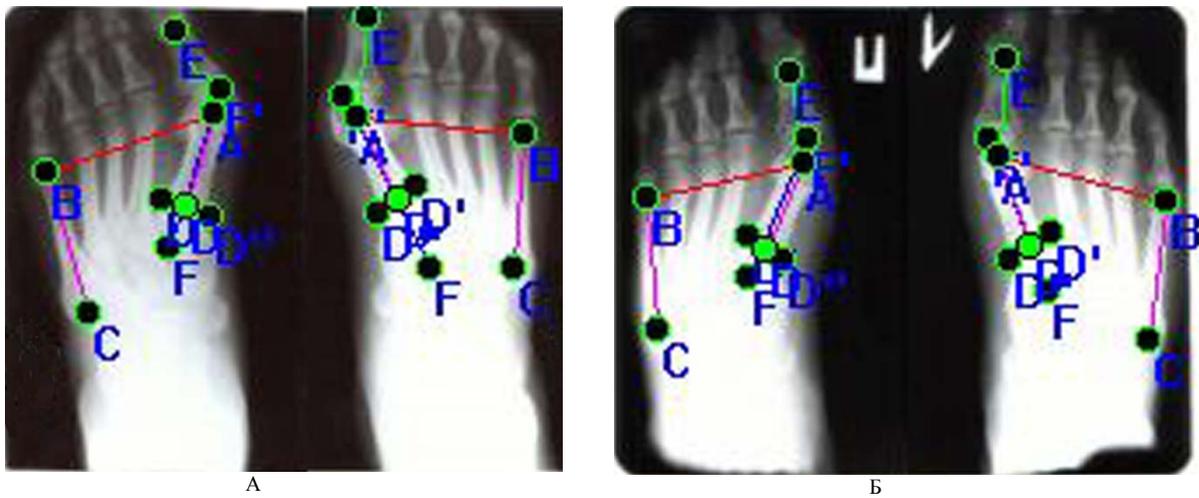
Рентгенометрия стоп с использованием комплекса «Рентген-скан» (А – до операции, Б – после операции)
